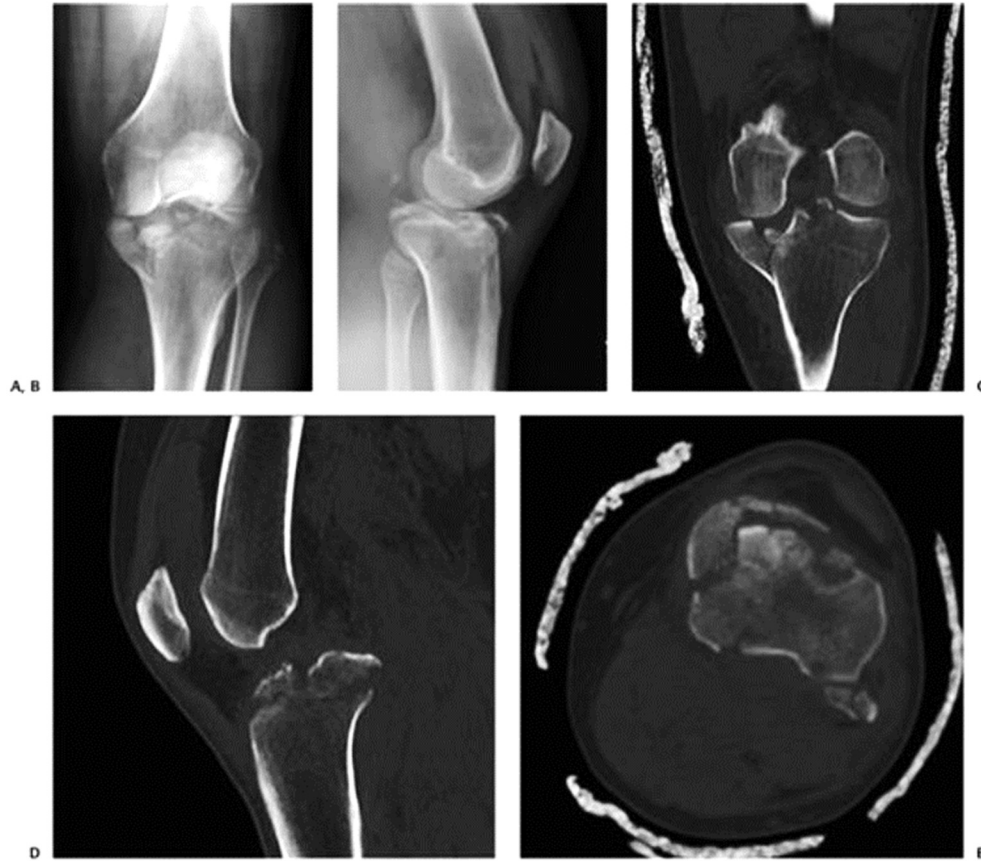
Varus hyperextension tibial plateau fracture. A: AP view showing varus alignment and fracture of the medial tibial plateau. B: Lateral view showing compression failure of the anterior cortex and tension failure of the posterior cortex with loss of or reversal of posterior tibial slope. Coronal (C), sagittal (D), and axial (E) CT scans showing the fracture pattern in greater detail.
